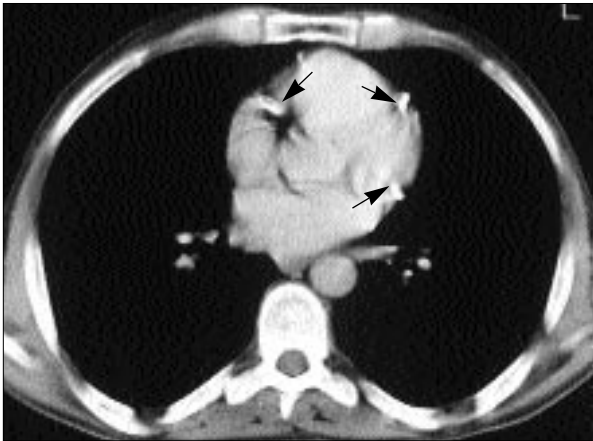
Sol ventrikül düzeyinden geçen BT kesitinde sol ventrikül sol lateral duvarından dışarı doğru uzanan kalsifiye anevrizma izlenmektedir.
